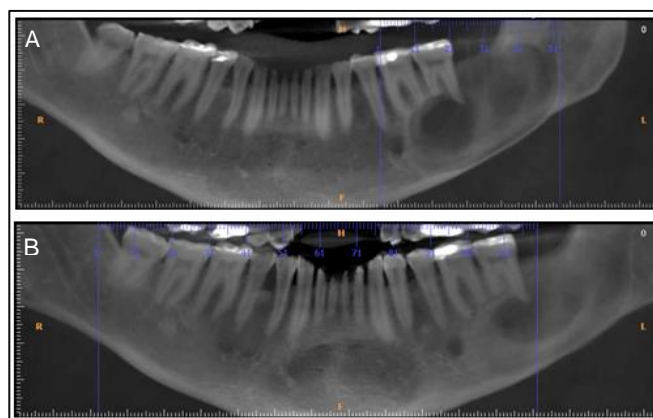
Tomografia computadorizada para acompanhamento com 03 meses (A), com 09 meses (B).
